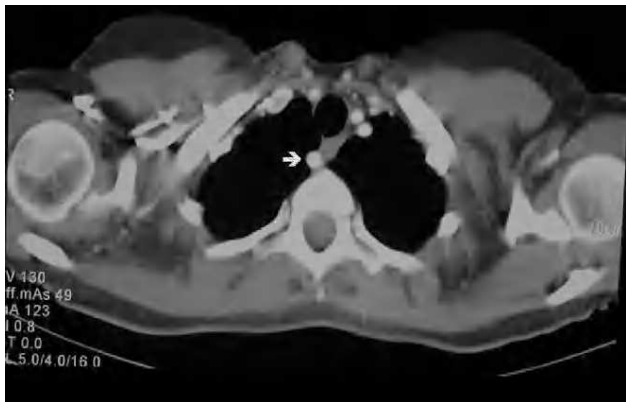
Tomografía computarizada helicoidal cervicotorácica: arteria subclavia derecha aberrante que comprime la luz esofágica.
